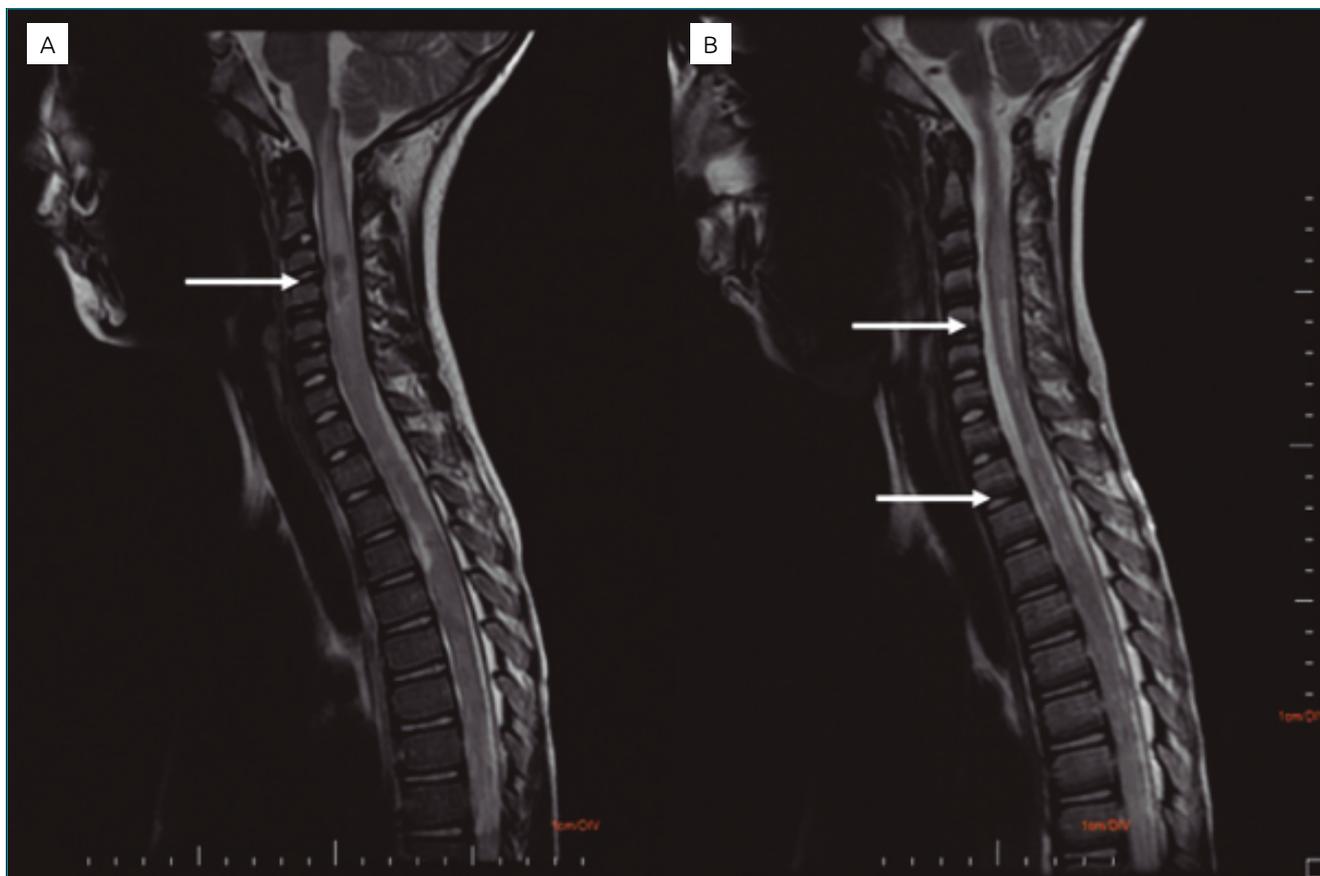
(A) Ressonância magnética de coluna cervical ao diagnóstico. A imagem ponderada em T2 mostra formação infiltrativa com efeito tumefativo. (B) Ressonância magnética de coluna cervical de controle após três meses mostra redução do efeito tumefativo, surgimento de irregularidades e áreas de afilamento e incrementos dos focos de degeneração cística intramedulares.
